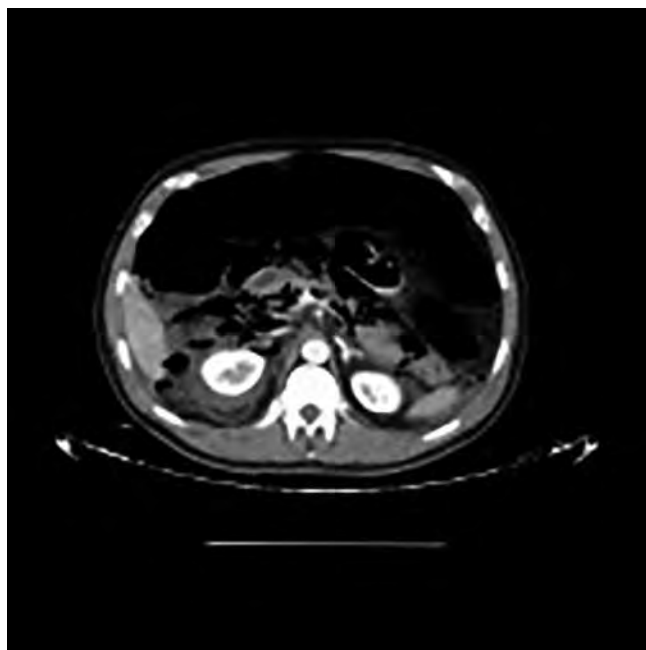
Tomografía de abdomen: Voluminoso retroperitoneo.
